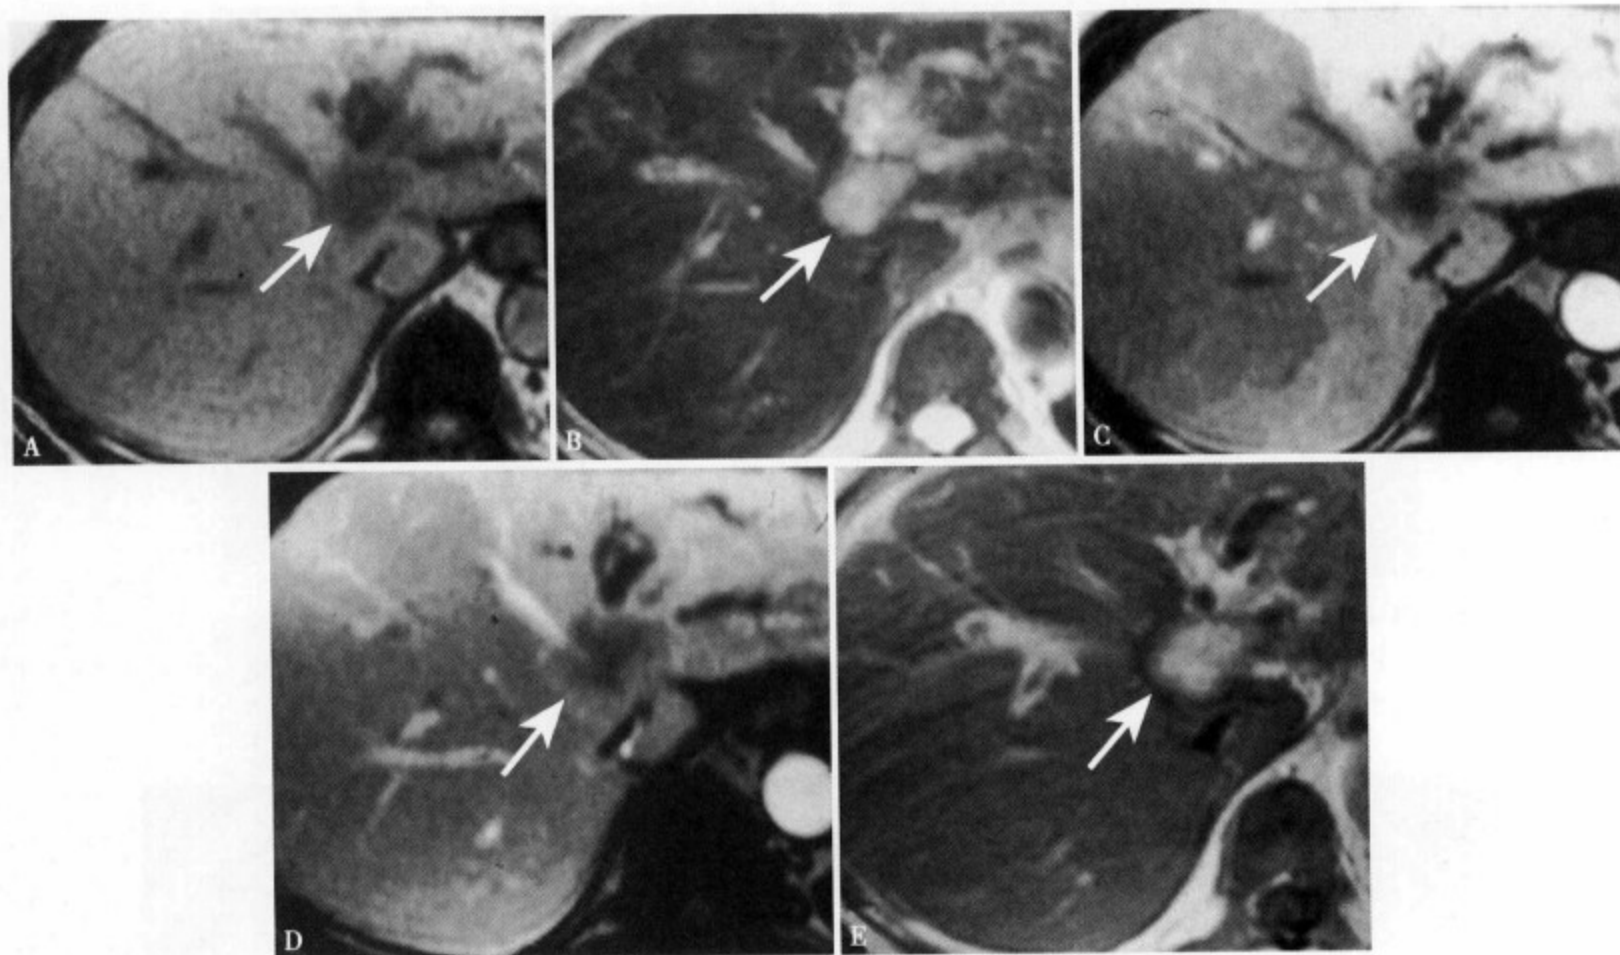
肝门部肝内胆管型胆管细胞癌肿块型, T₁WI (A) 肝门部近肝中静脉末端显示一低信号病灶, 边界大致清楚 (↑); T₂WI (B) 呈明显高信号, 病灶呈类圆形, 直径约 3.5cm, 信号均匀, 边界清楚 (↑); 增强 MRI 动脉期 (C) 肿瘤边缘部轻度强化, 左叶肝实质呈区域性强化, 提示门静脉左支受累; 门静脉期 (D) 肿瘤从边缘向中心强化, 肝中静脉被肿瘤包埋, 肝左叶区域性强化, 肝左叶内胆管扩张、增粗; 平衡期 (E) 整个肿瘤强化, 信号较均匀, 边界清楚
